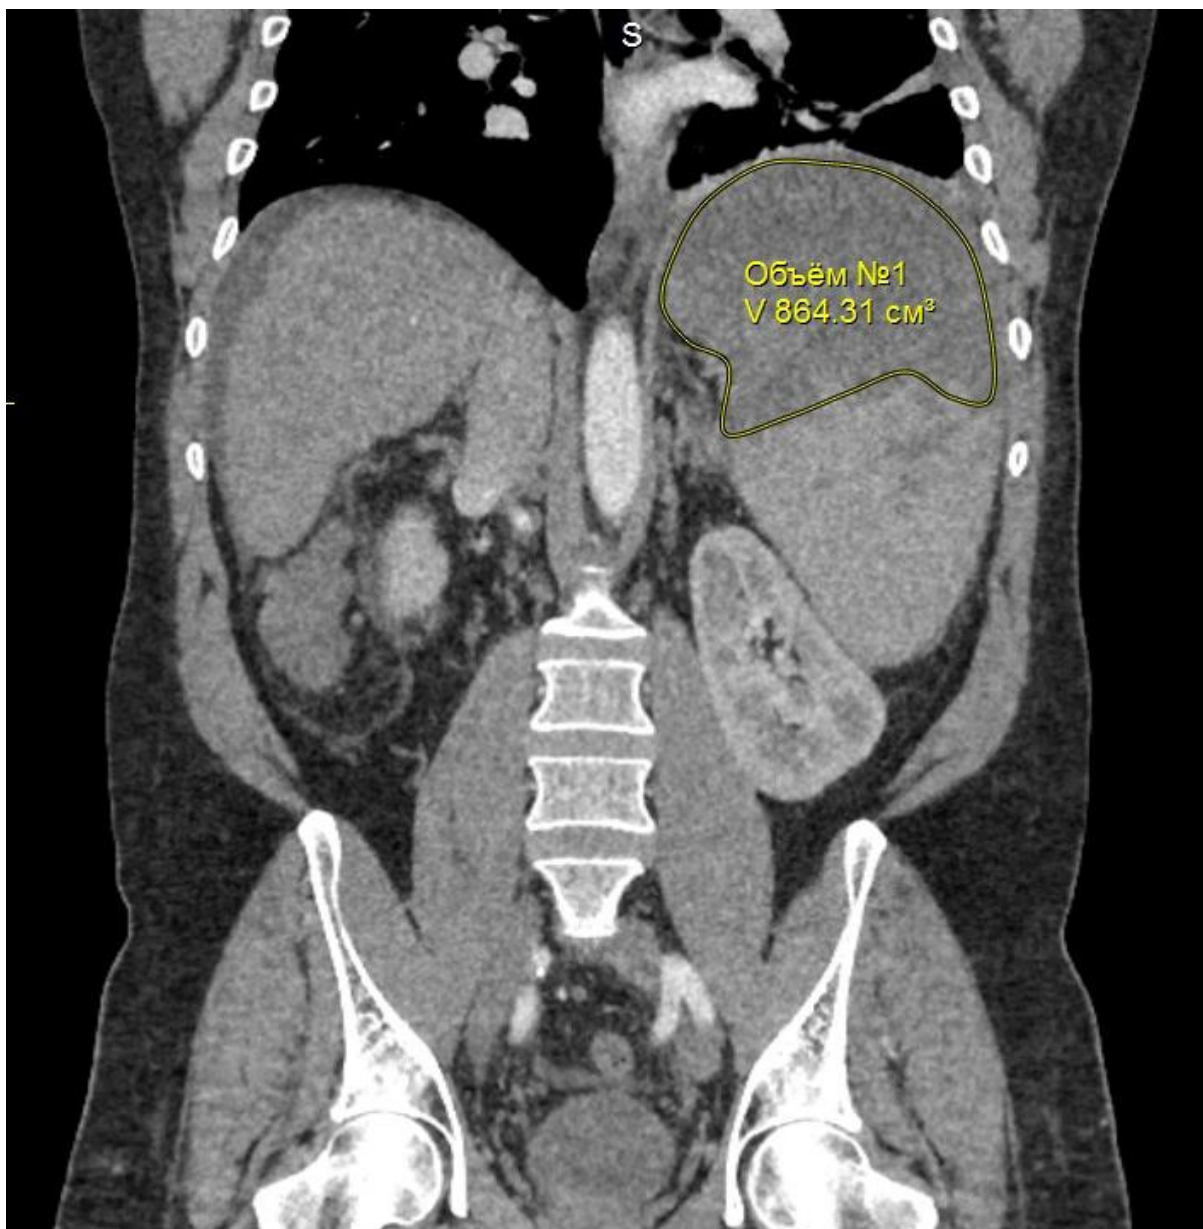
КТ органов брюшной полости с внутривенным контрастированием на следующие сутки после частичной эмболизации селезенки. Аvascularный участок селезенки.
